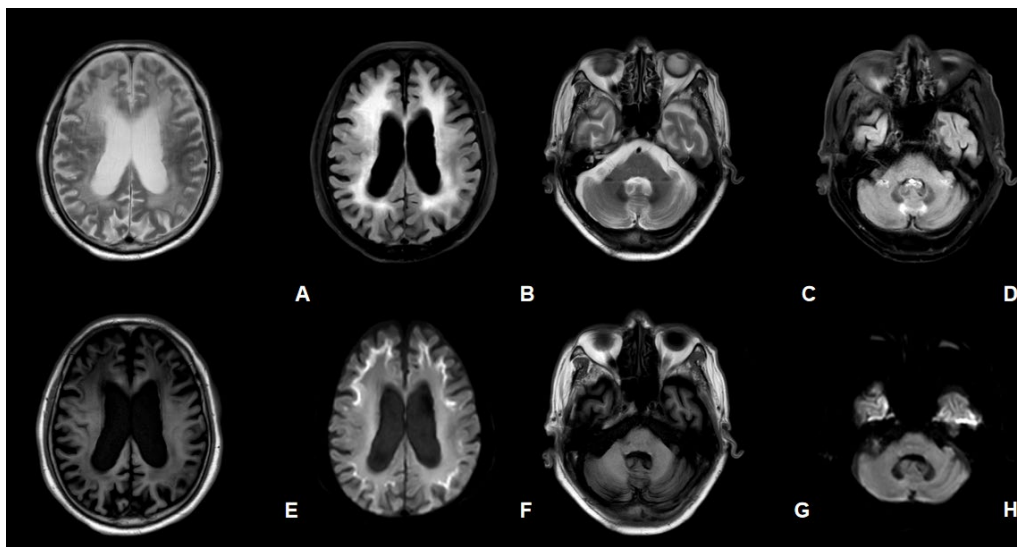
(A)-(E), (G) and (H) show white matter hyperintensities in the bilateral corona radiata, centrum semiovale, periventricular regions, and bilateral cerebellar vermis; no DWI hyperintensity is observed in the cerebellar vermis lesions. (F) shows symmetrical linear DWI hyperintensities in the bilateral subcortical regions ((A) and (C) T2WI sequences; (B) and (D) FLAIR sequences; (E) and (G) T1WI sequences; (F) and (H) DWI sequences)
